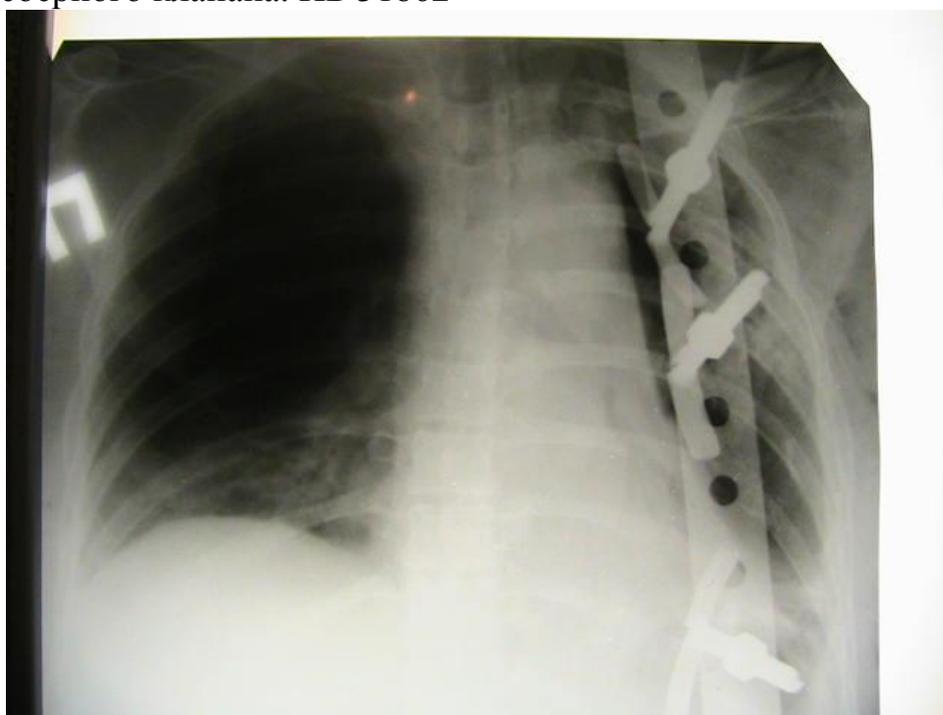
Больная Е. Рентгенография грудной клетки на 3 сутки после фиксации реберного клапана. ИБ № 31862
